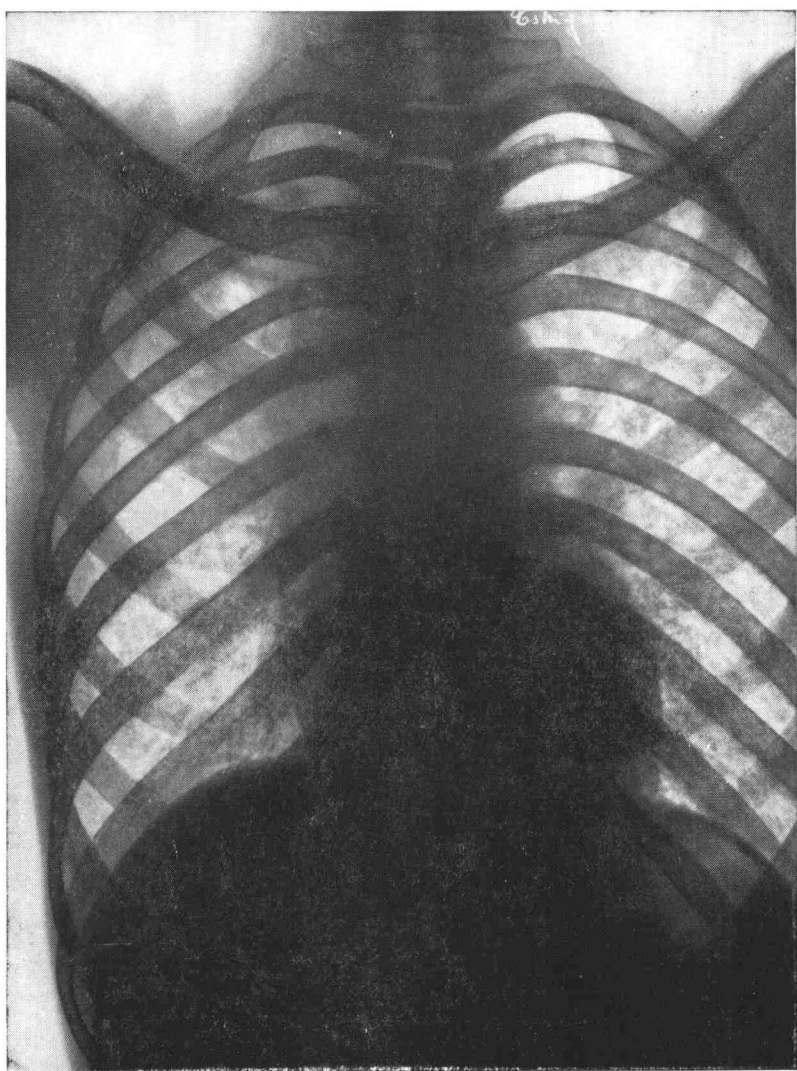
Observation n° 2. Radiographie à l'entrée au sanatorium : tuberculose bilatérale étendue.
